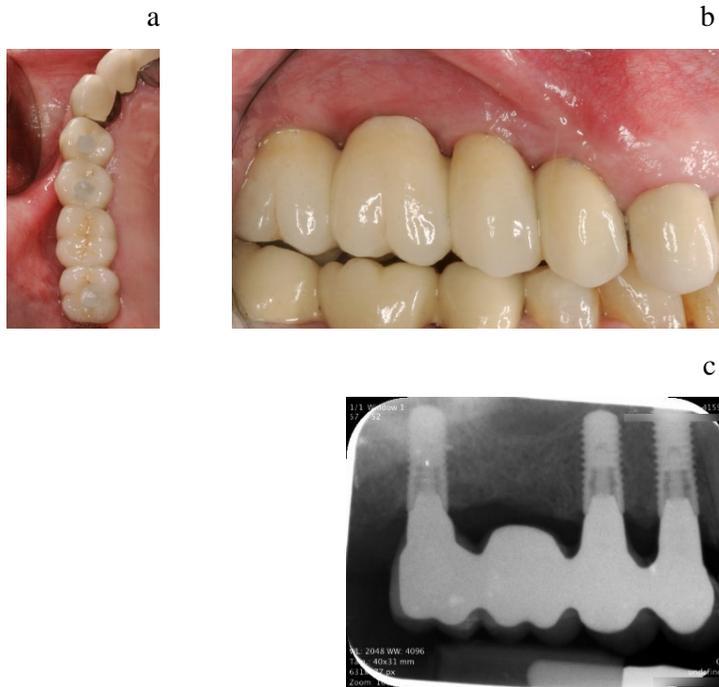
Rehabilitación protésica, vista oclusal (a), vista lateral (b), radiografía periapical de la carga protésica (c).
